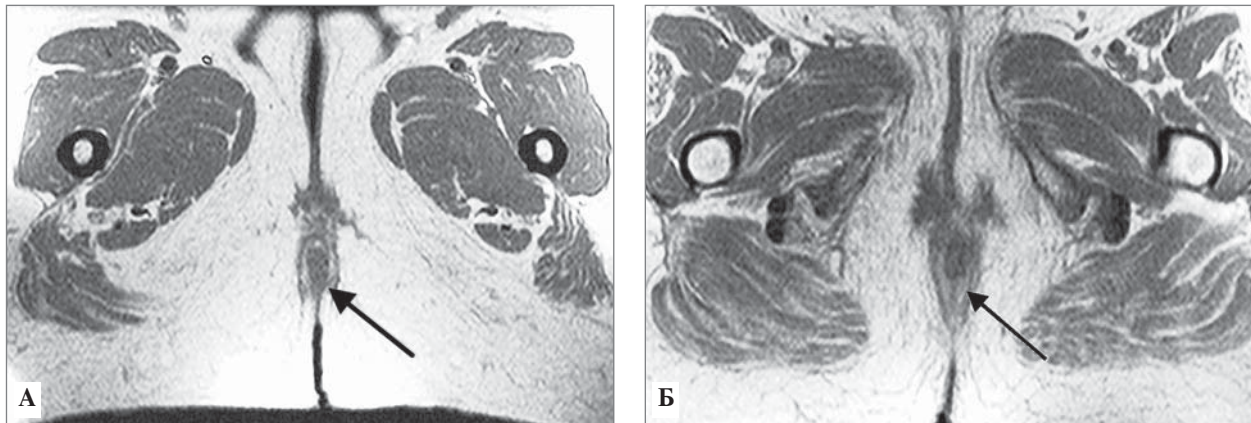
МР-томограмми. Аксиальна проекція. Стан після брюшноанальної резекції: А — збережена тільки підшкірна порція зовнішнього сфинктера; Б — гемирезекція анального каналу
